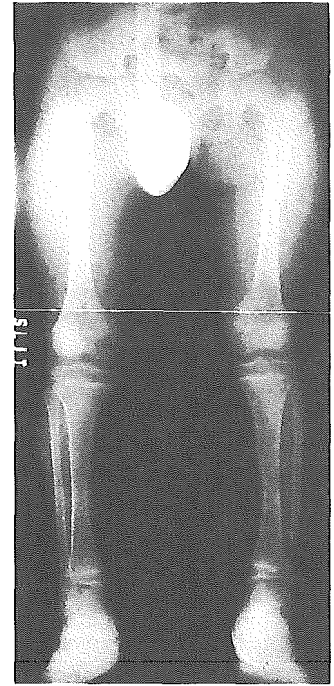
FGFR3のN540K変異を有する軟骨低形成症の9歳男児のX線像
